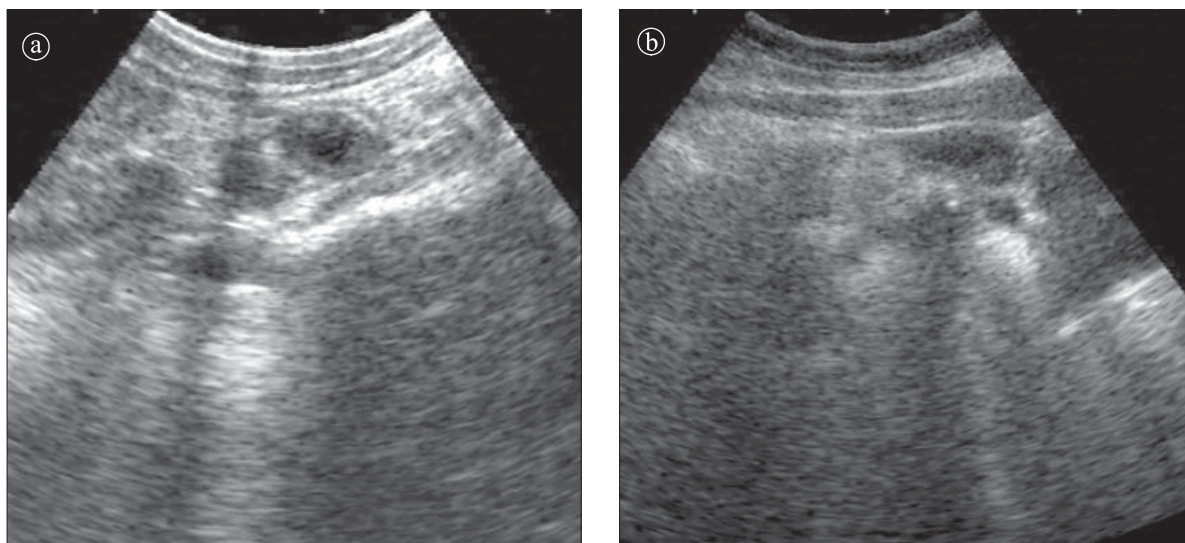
Apendicită acută. Ecografie a) Secțiune transversală. Apendice subhepatic b) Secțiune oblică
